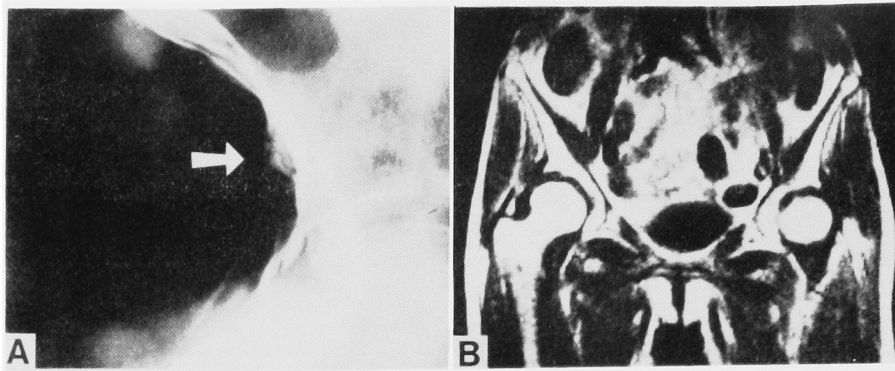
Case 4, (A) double contrast cytography (B) MRI coronal scan.
